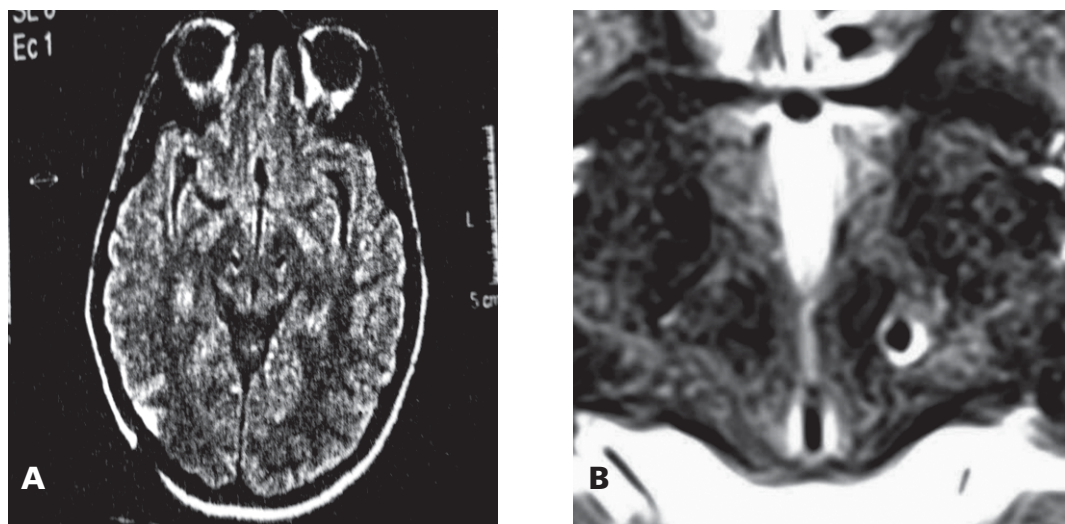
Resonancia postoperatoria en secuencia T2, mostrando electrodos bilaterales en el NST en la izquierda (A) y en las RAPRL a la derecha (B).
